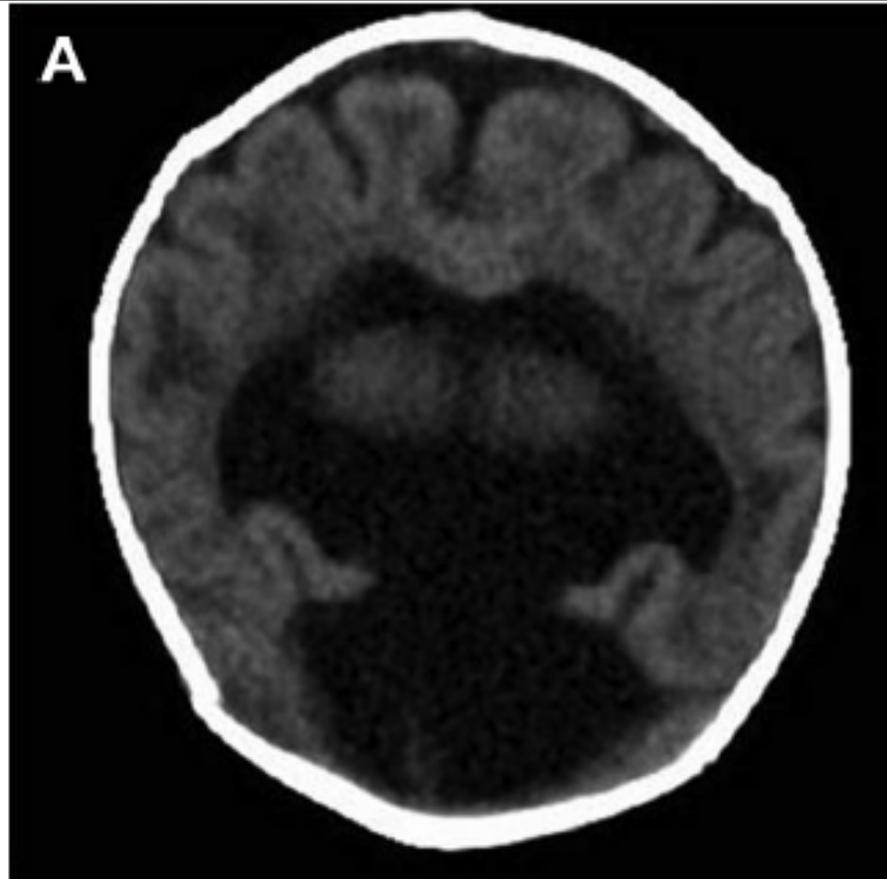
(A) Brain MRI of an infant with alobar HPE, the most severe form of HPE, demonstrating a single large ventricle. (B) Brain MRI of an infant with a milder form of HPE in which there is subtle fusion of the thalami (*arrows*).
